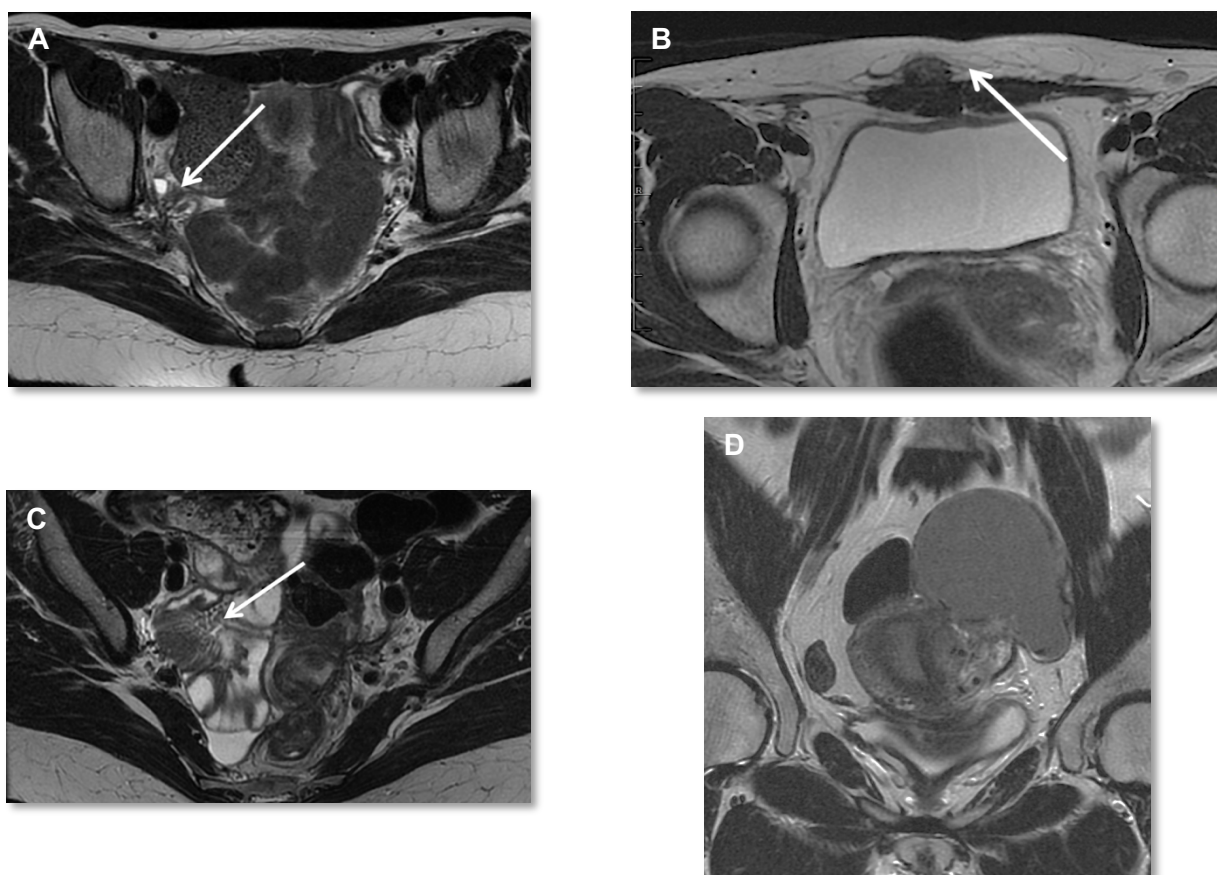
Localitzacions on la RMN complementa l'ecografia transvaginal. Imatge A nòdul d'endometriosi sobre arrels nervi ciàtic. Imatge B nòdul d'endometriosi a la paret abdominal. Imatge C nòdul d'endometriosi a ileon terminal. Imatge D gran distorsió anatòmica. (Font: Original del grup)
